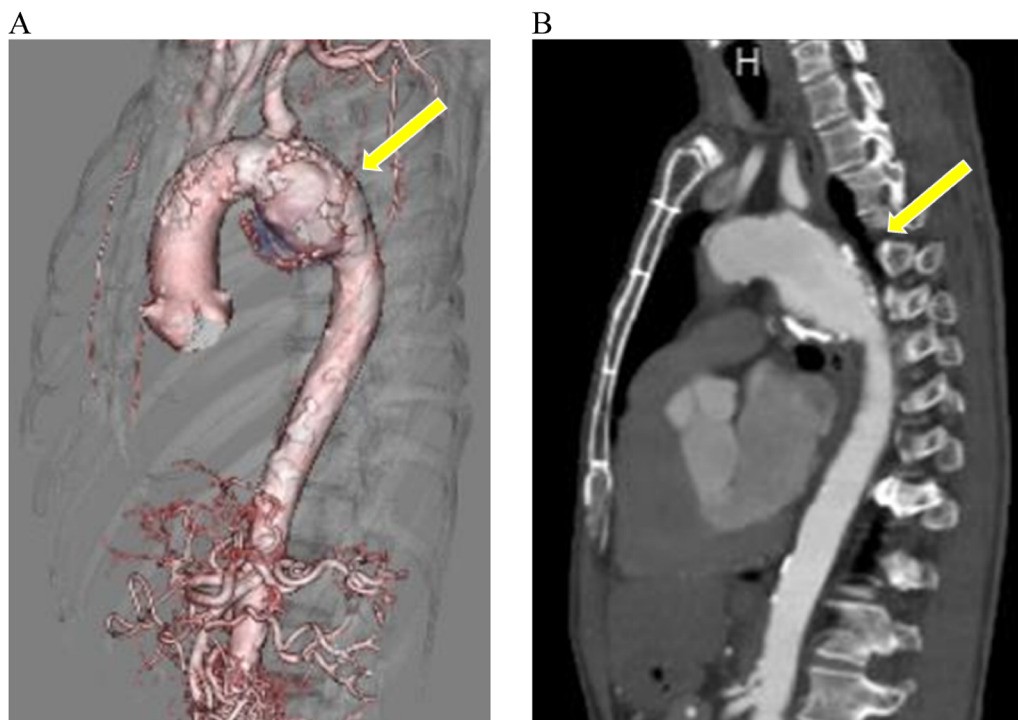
Preoperative CT showed the postoperative patent ductus arteriosus aneurysm with calcified lesions in the lesser curvature of the distal aortic arch. The maximum diameter was 75 mm.
